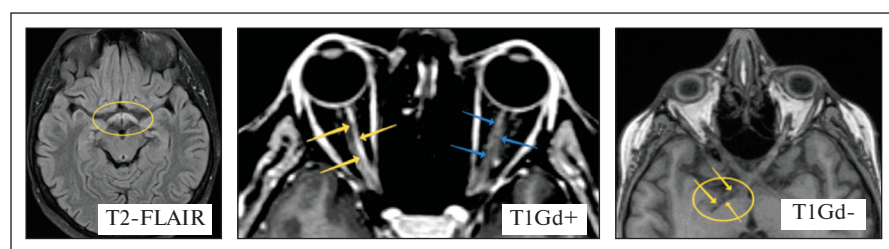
МРТ головного мозга и ЗН пациентки X. в режимах T2-FLAIR и T1 до и после контрастного усиления от января 2022 г. В обоих зрительных трактах отмечаются изменения повышенного МР-сигнала в режиме T2-FLAIR в аксиальной плоскости (желтый овал), с участками сильно пониженного МР-сигнала в режиме T1 до контрастного усиления в правом зрительном тракте (желтые стрелки и овал). При МРТ ЗН наблюдается накопление КВ интраорбитальной частью правого ЗН в режиме T1 после контрастного усиления (желтые стрелки) по сравнению с левым ЗН (синие стрелки)
